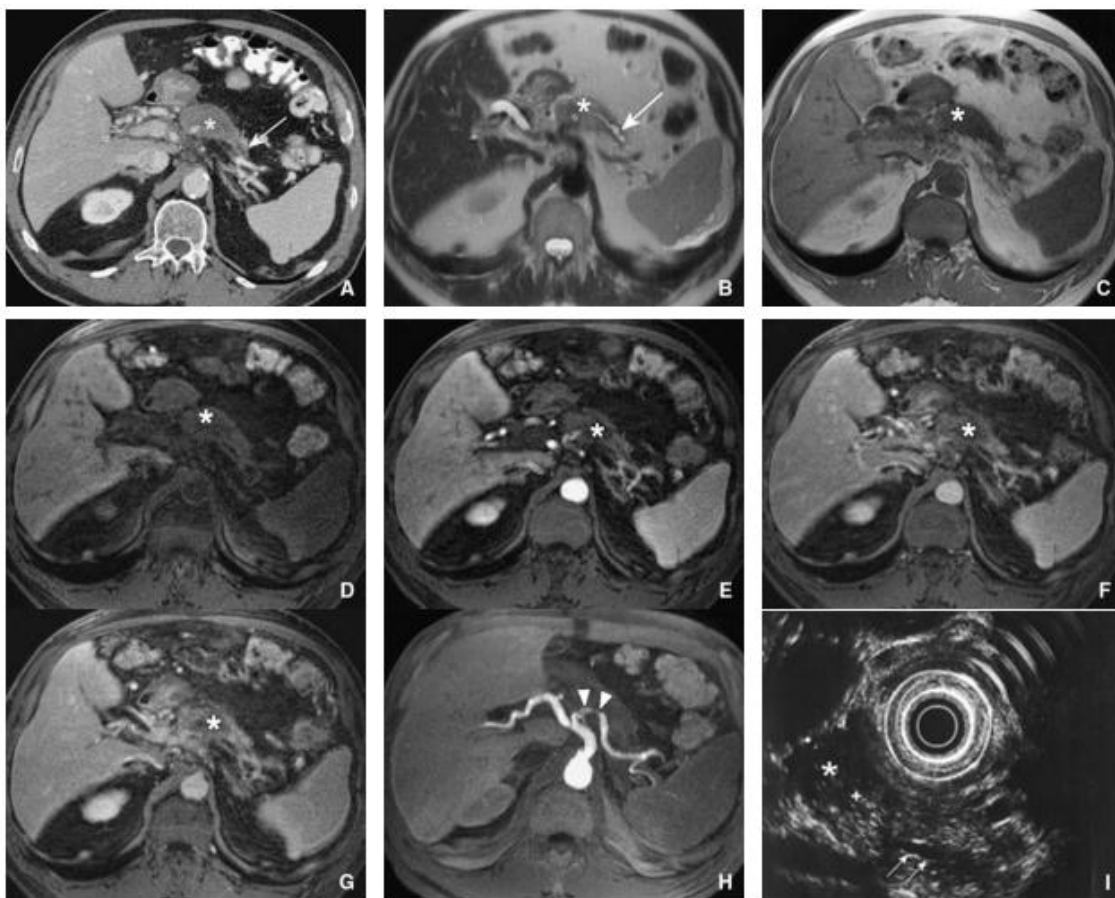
Tomodensitométrie monophasique, imagerie par résonance magnétique et échocardiographie démontrant une tumeur du corps du pancréas.
